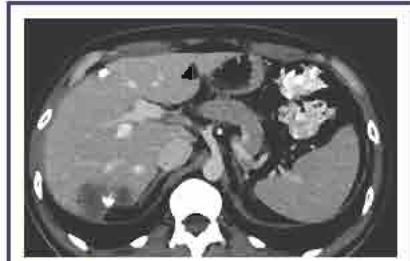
СКТ після ПХТ. У зонах осередків рідинний вміст та кальцинати
